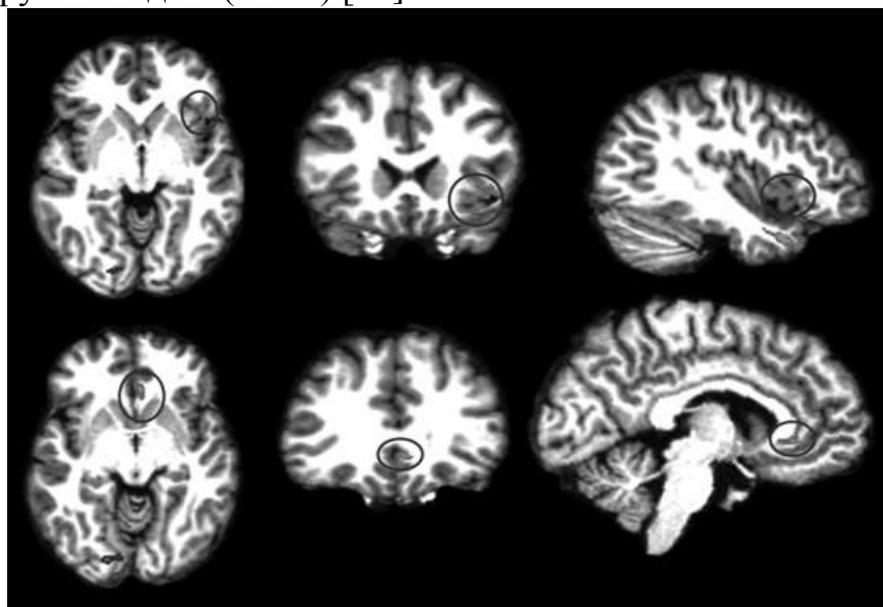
Функциональная МРТ, выполненная во время выполнения медитации осознания дыхания. На снимках видна активация островка и вентрального отдела передней поясной извилины.
